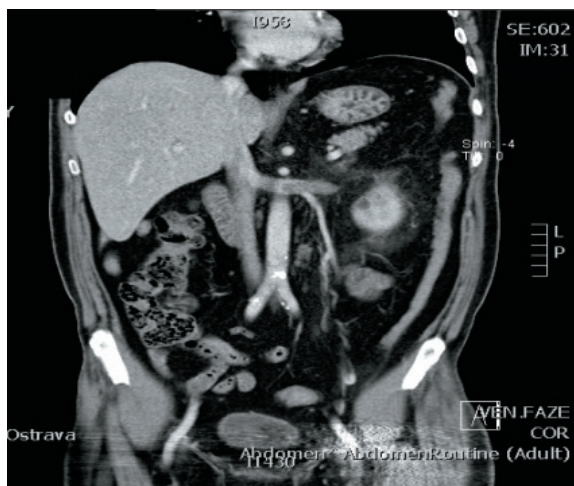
Srovnání CT vyšetření v intervalu 8 měsíců
